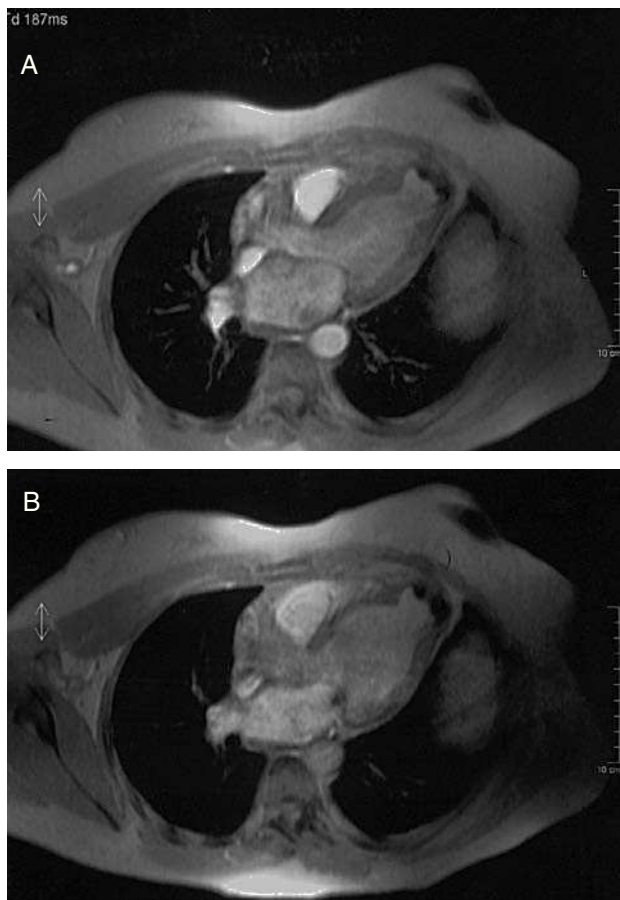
Imagen de cinerresonancia magnética turbo eco de gradiente (TR = 11 ms, TE = 4 ms, $\alpha = 20^\circ$) cardíaca en la que se objetiva el aneurisma apical ventricular izquierdo con su pared calcificada en sistole (A) y diástole (B).
